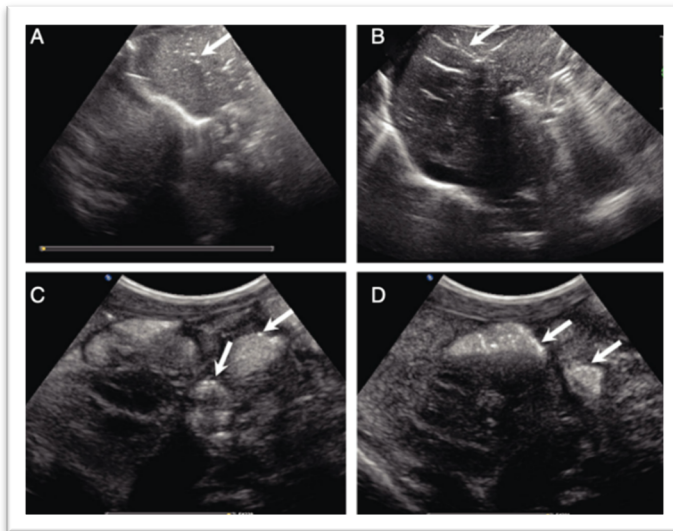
Ecografía abdominal en ECN mostrando gas portal (imagen A) con imagen de pseudo-broncograma hepático (imagen B) y neumatosis en la pared intestinal, focal (C) y difusa (D). Fuente: Extraído de Oulego-Erroz et al.¹⁶
